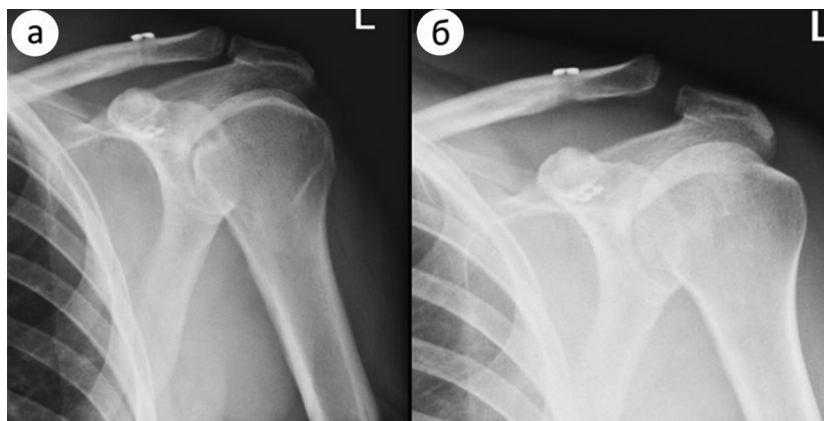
Рецидив нестабильности акромиального конца ключицы, левый плечевой сустав: а – рентгенограмма в прямой проекции на следующий день после операции; б – потеря коррекции через 3 месяца после операции
